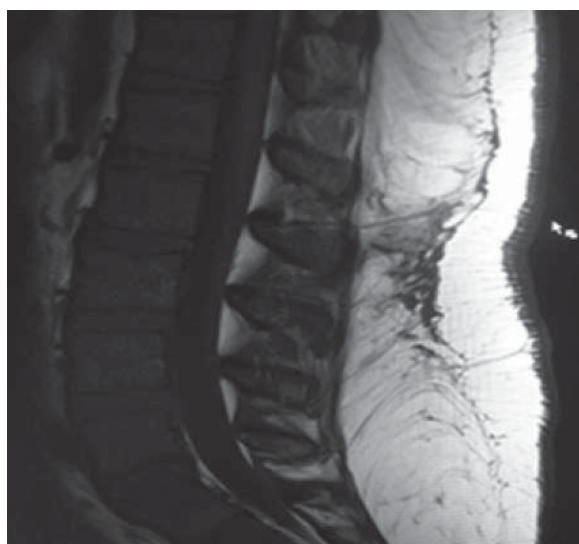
Resonancia magnética, corte sagital, donde se demuestra la presencia de catéter epidural después de intento de retiro.
